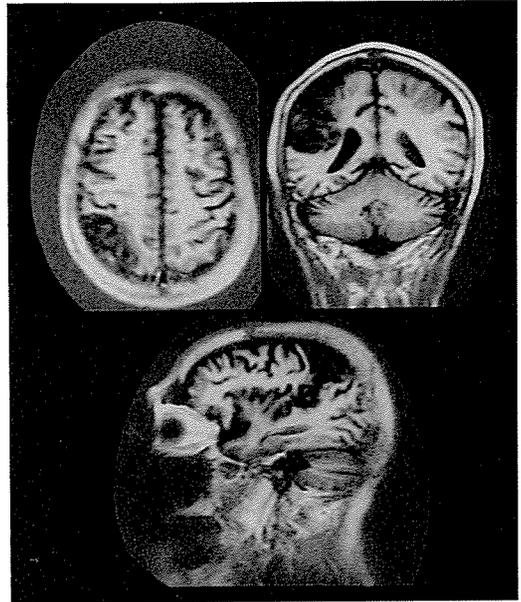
症例3 (観念運動性・観念性失行例)のMRI (TR2080ms, TI500ms; 1991年6月25日撮像)
